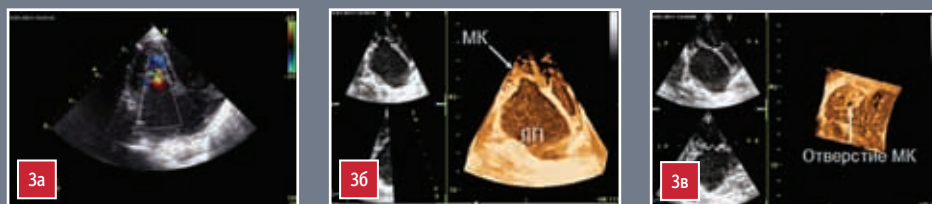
Эхокардиография митрального клапана. 2D-ЭхоКГ. Пациент 5 месяцев с органической патологией МК (стеноз + недостаточность до 2-й ст.). (а); 3D-ЭхоКГ в режиме Live 3D. Увеличение ЛП, ограничение подвижности створок МК, уменьшение полости ЛЖ (б); 3D-ЭхоКГ. Построение МК в режиме Full-volume для уточнения анатомии. МК представлен мембраной. Створки не дифференцируются. Вид со стороны ЛЖ (в)
